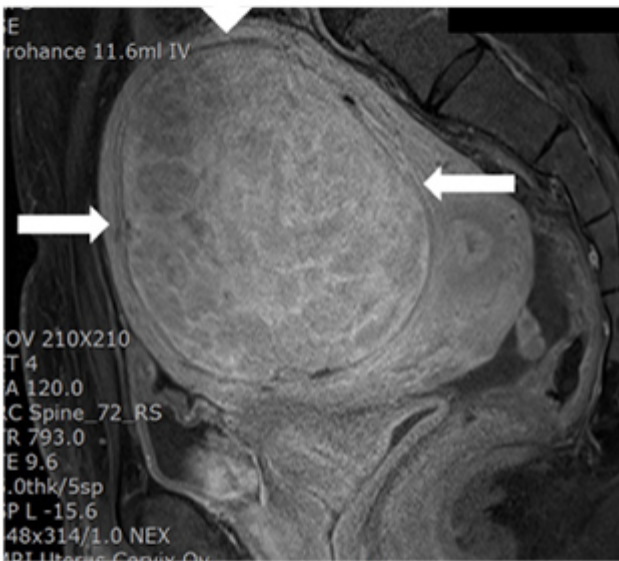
g, MRI T1-intramural myoma, intermediate signal
